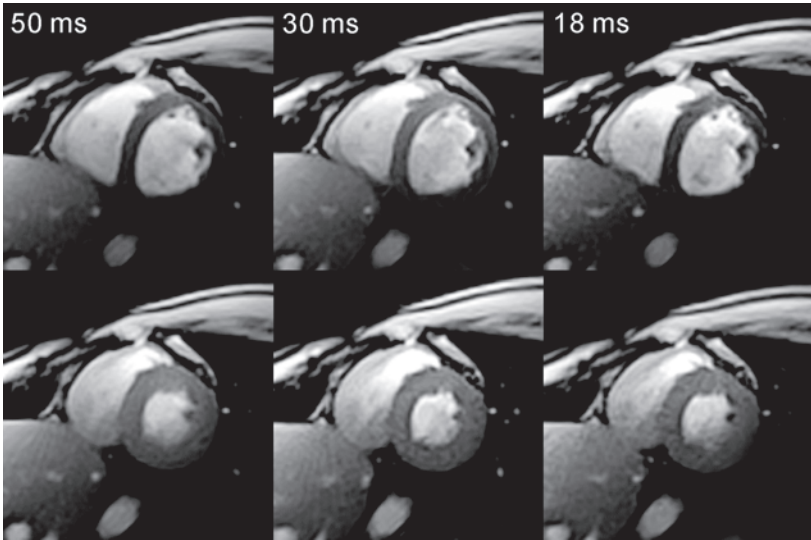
Echtzeit-MRT des Herzens einer gesunden Versuchsperson mit unterschiedlichen Messzeiten bzw. Datenreduktionen pro Bild. Die Aufnahmen (2 mm Auflösung, 8 mm Schichtdicke) zeigen jeweils einen Kurzachsenblick der rechten und der linken Herzkammer in der (oben) diastolischen bzw. (unten) der systolischen Phase des Herzschlags. Die Bildqualität der inversen Rekonstruktion wird kaum durch eine Verkürzung der Messzeit von 50 auf 30 oder 18 Millisekunden entsprechend einer Datenmenge von 25, 15 oder nur noch 9 Speichen beeinträchtigt. Die helleren Signalanteile entsprechen dem fließenden Blut.
